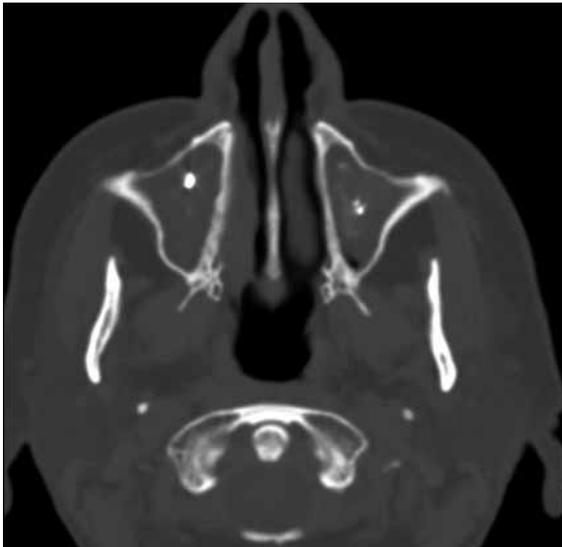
Мультиспиральные компьютерные томограммы (аксиальная проекция). Затемнение обеих верхнечелюстных пазух, пломбирочный материал и аспергиллемы верхнечелюстных пазух
